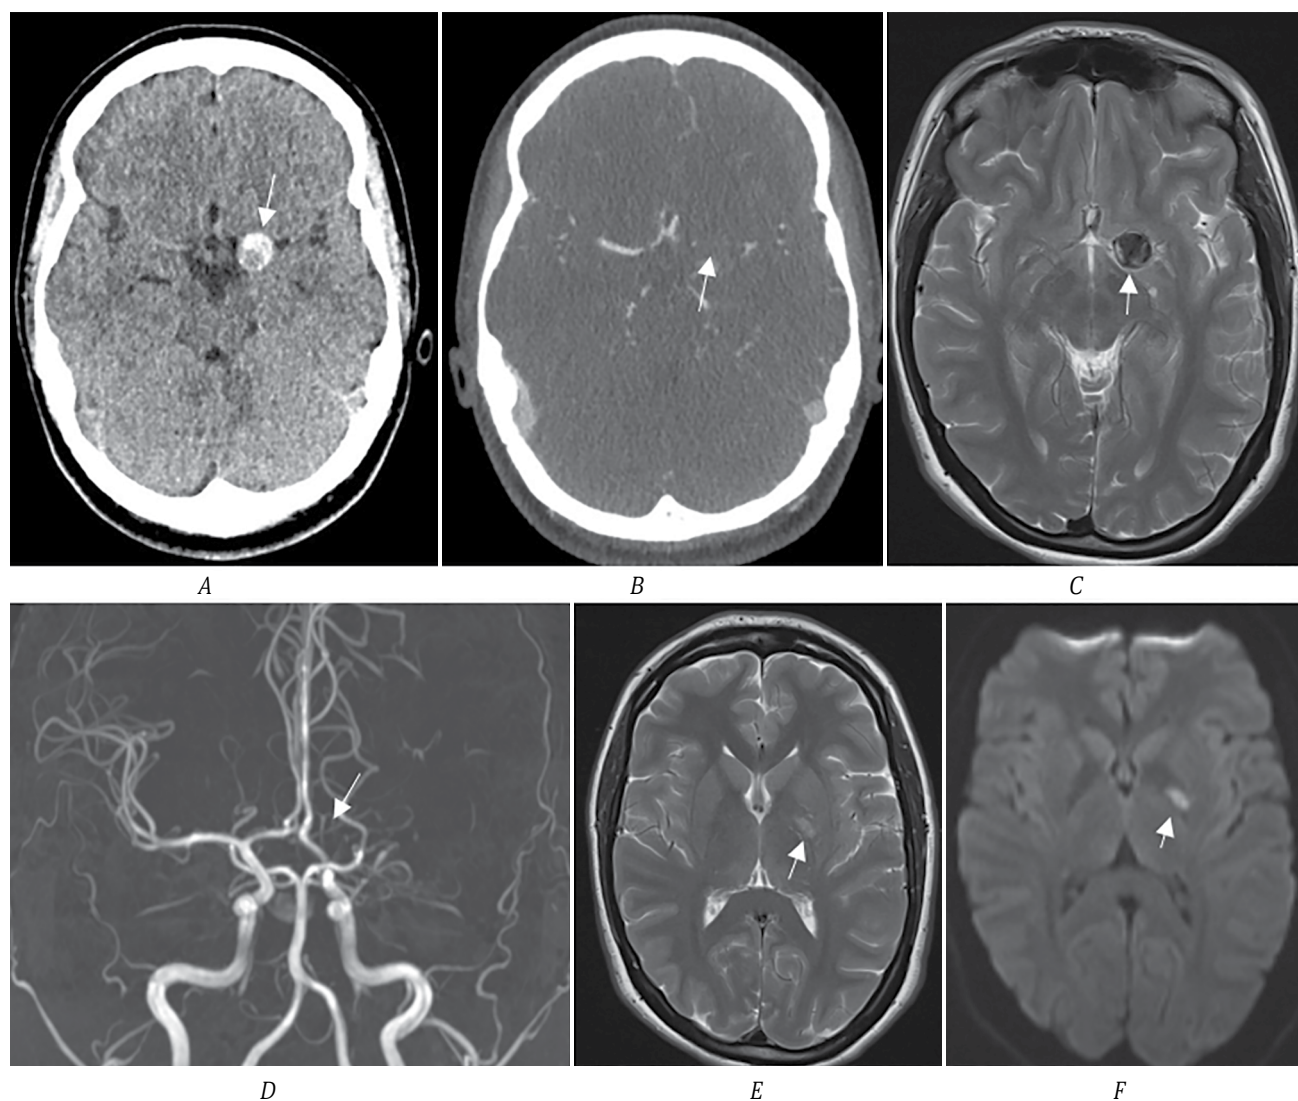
МСКТ головного мозга пациентки И.
